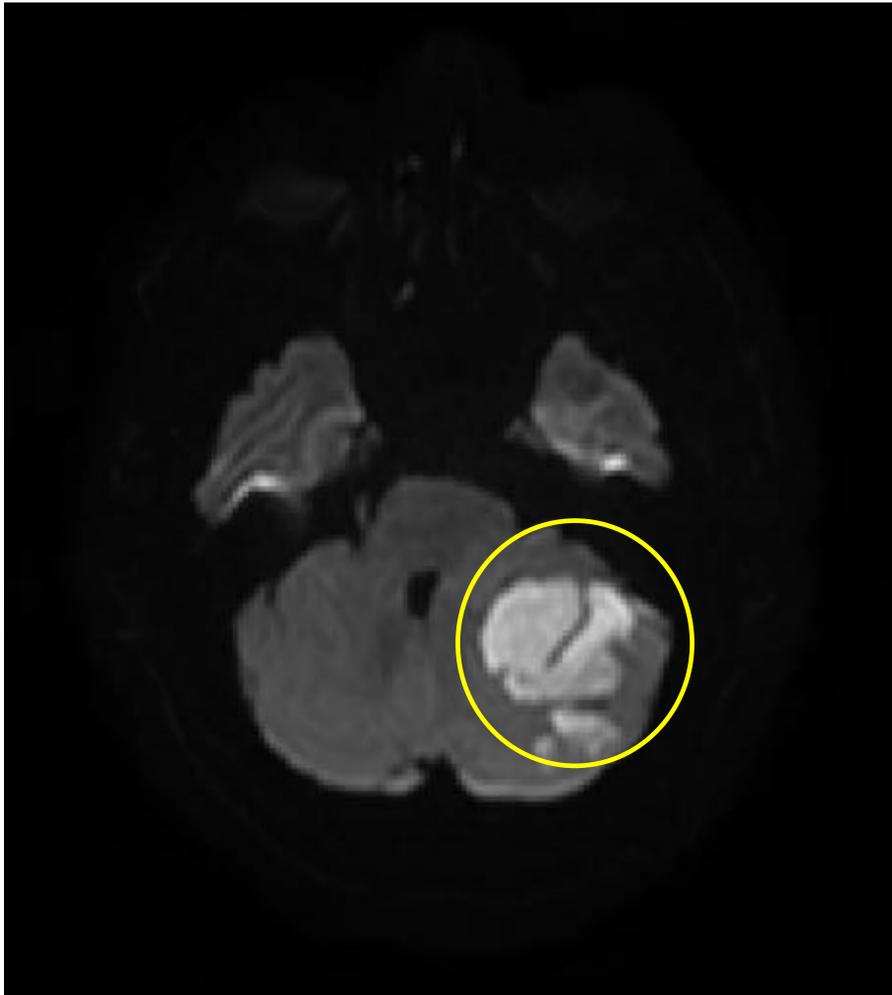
Estudio de RM. DWI (b:1000) + ADC axial.
